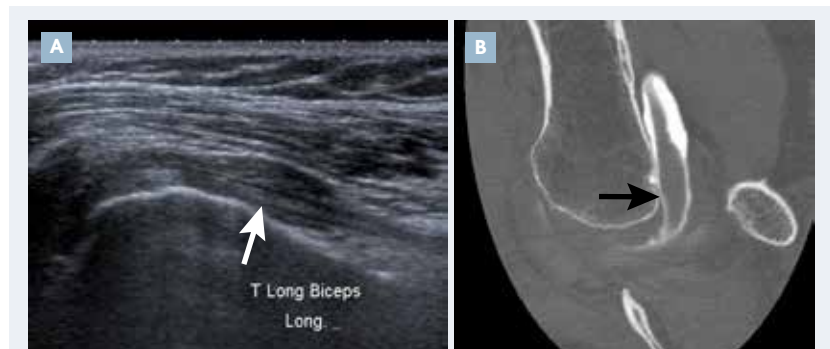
Biceps en sablier (flèche) en échographie (A) et en arthroscanner en position d'abduction-rotation externe du bras (B).
